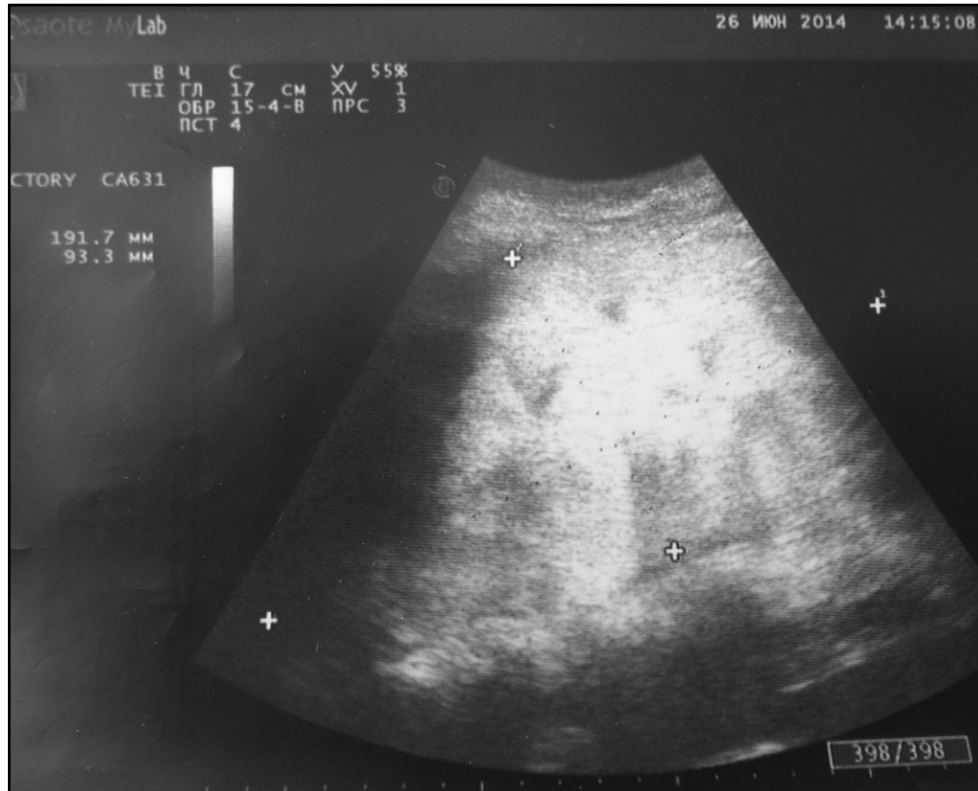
УЗИ органов брюшной полости больного Т.
